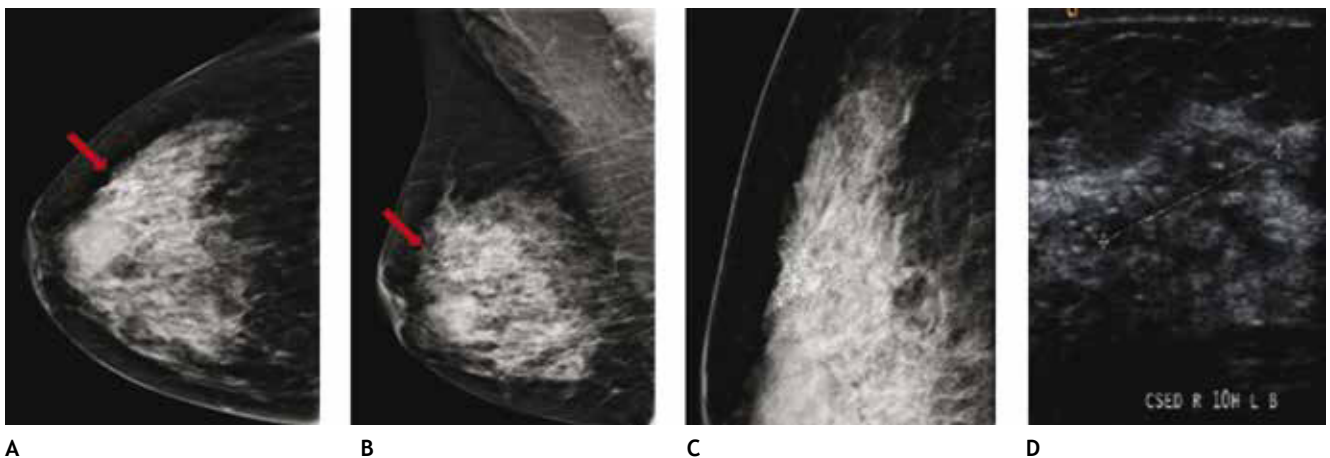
A), B) y C) Paciente de 48 años, asintomática, calcificaciones agrupadas polimorfas con distribución segmentaria CSED (flechas). D) Ultrasonido, tumoración mixta, BIRADS 5: cáncer ductal *in situ* de alto grado.
